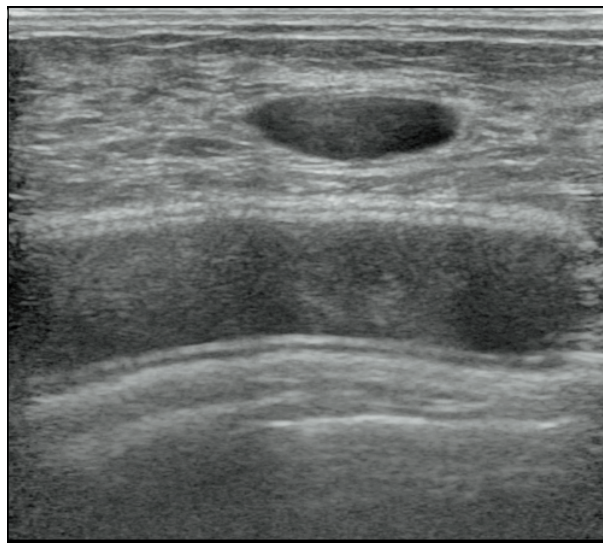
Эндопротезированные молочные железы. УЗИ до аспирации кисты с применением озono-кислородной смеси
